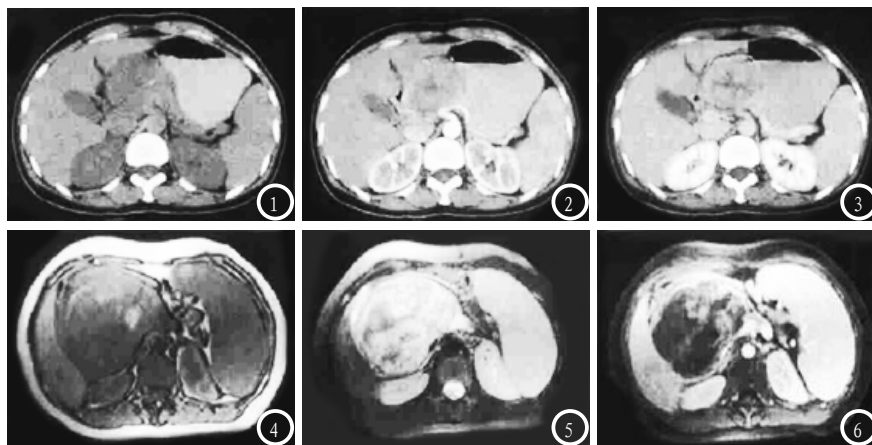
SPTP CT平扫: 胰头部巨大类似于肌肉组织密度的肿块, 边界清楚, 其内可见斑点状钙化灶。图2 CT增强动脉期: 肿块实性成分呈轻度强化;图3 CT增强门脉期: 肿块实性成分呈明显渐进性强化, 中央可见裂隙状无强化囊变区;图4 SPTP T1WI: 胰头部肿块呈等低信号, 其间夹杂高信号出血灶;图5 T2WI: 肿块内见乳头状高信号及不规则低信号;图6 增强后, 肿块实性成分及囊壁呈不均性强化, 实性成分呈“云絮状”、“乳头状”强化。
